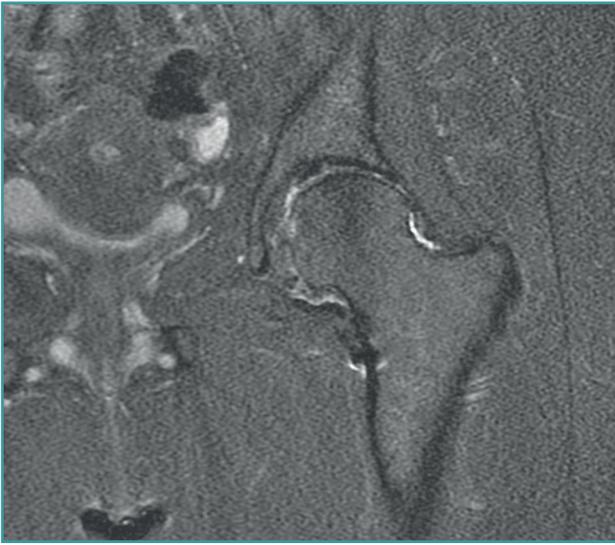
Corte coronal de resonancia magnética en secuencia T2 que evidencia disminución del cartilago articular y pinzamiento del espacio femoroacetabular.
